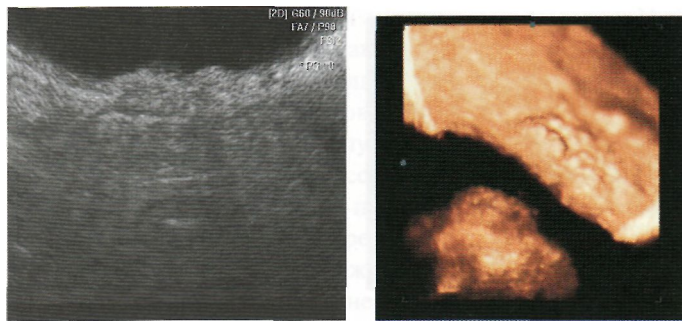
Инфильтративная опухоль небольших размеров у 56-летней пациентки: А. Стандартное УЗИ пропустило опухоль, показав только неровность контуров стенки; Б, Трехмерная виртуальная эхоцистоскопия отчетливо демонстрирует стелющееся образование; Г. Цистоскопическое отображение опухоли.
